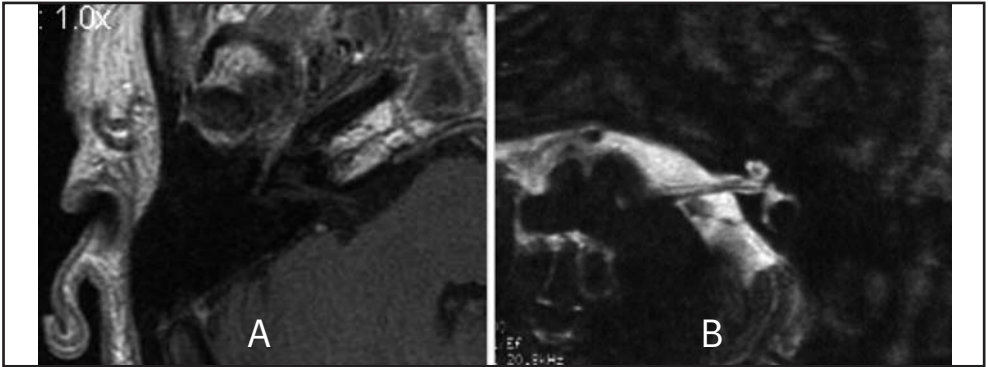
RM dell'orecchio interno e dell'angolo ponto-cerebellare: sequenza Spin echo T1 (A) e Fast Spin Echo T2 (B)
